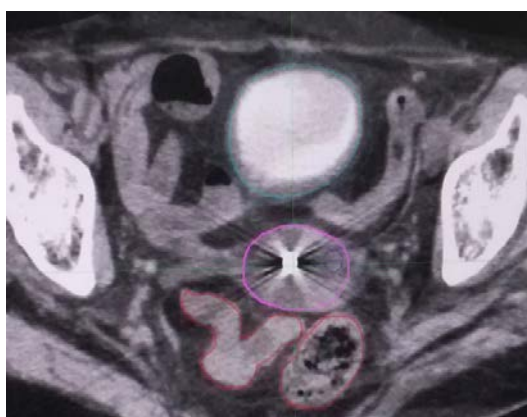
Пациентка Б., оконтуривание HR-CTV, органов риска с помощью КТ изображений
